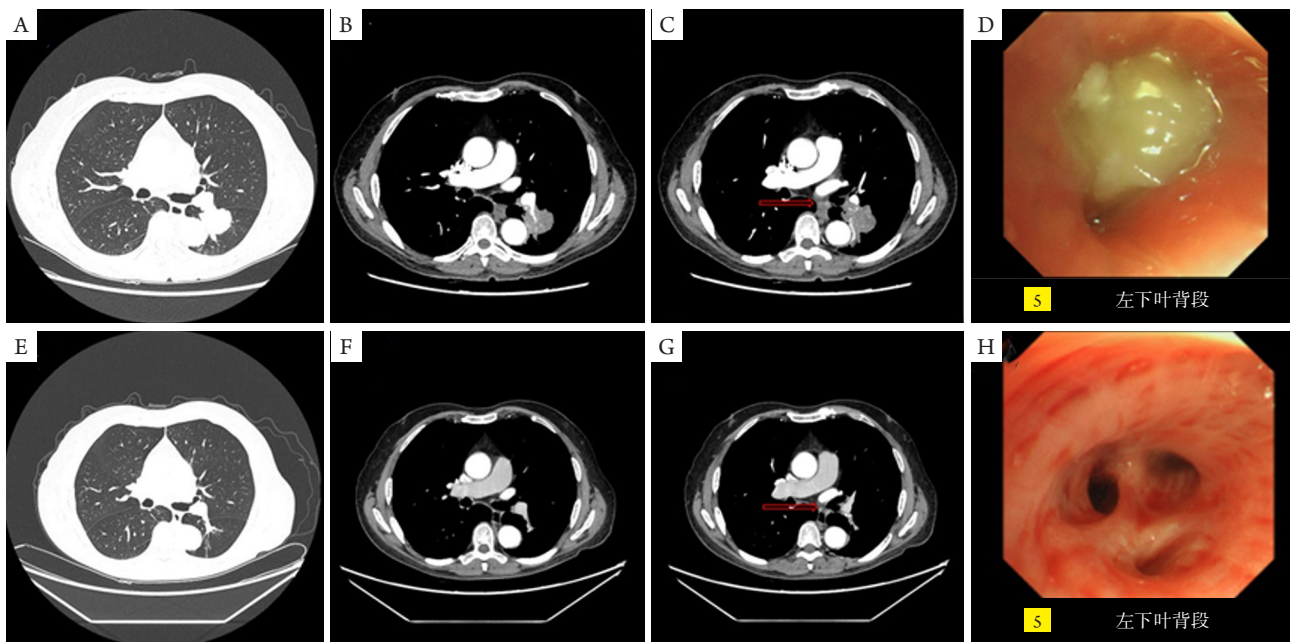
新辅助免疫化疗3周期前后对比。A: 初诊时胸部CT肺窗, 可见左下肺占位病变; B: 初诊时胸部CT纵隔窗, 可见病灶包绕肺动脉; C: 初诊时纵隔淋巴结显示; D: 初诊时气管腔内肿瘤; E-G: 新辅助免疫化疗3周期后胸部CT, 提示肿瘤明显退缩、纵隔淋巴结缩小; H: 新辅助免疫化疗3周期后气管镜提示气管腔内肿瘤显著退缩
